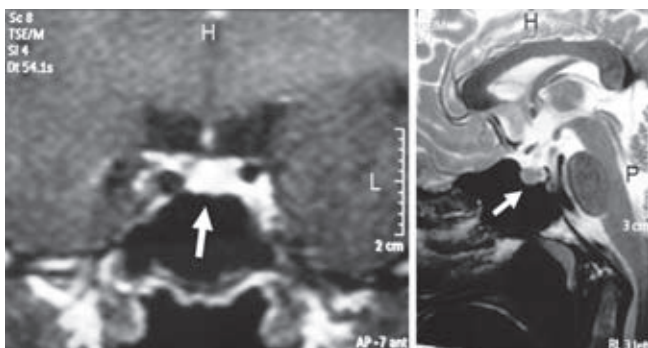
Resonancia magnética de cráneo 1.0 Tesla con gadolinio como medio de contraste, en la que se observa un microadenoma hipofisario de 0.4 mm hipocaptante (Hardy 0).
